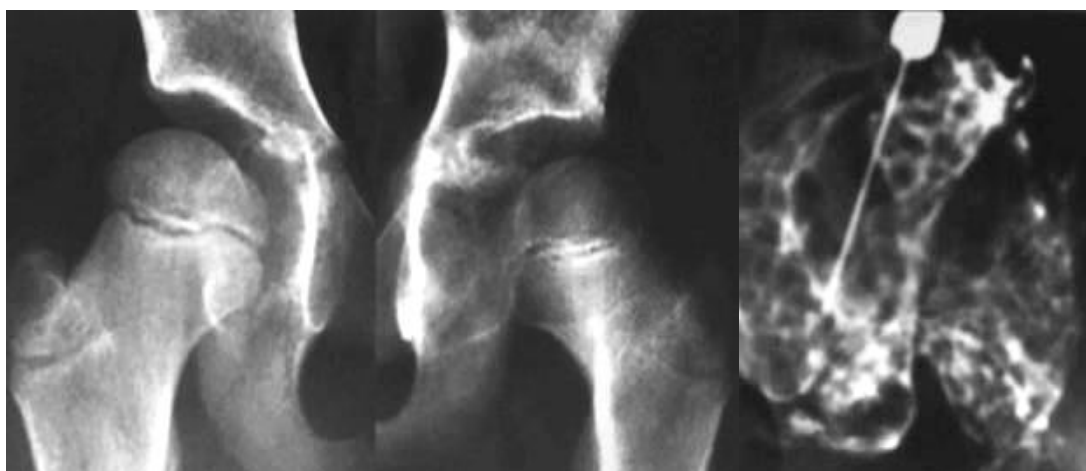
Синовіальний хондроматоз. Рентгенограми кульшових суглобів у прямій проекції та після внутрішньосуглобового введення контрастної речовини в лівий суглоб. На рентгенограмі ліворуч визначається нерівномірне розширення суглобної щілини з численними крайовими узурами в субхондральних відділах кульшової западини, а після інтраартикулярного контрастування на синовіальній вистілці визначаються численні незвапнянілі хондроматозні вузли.
